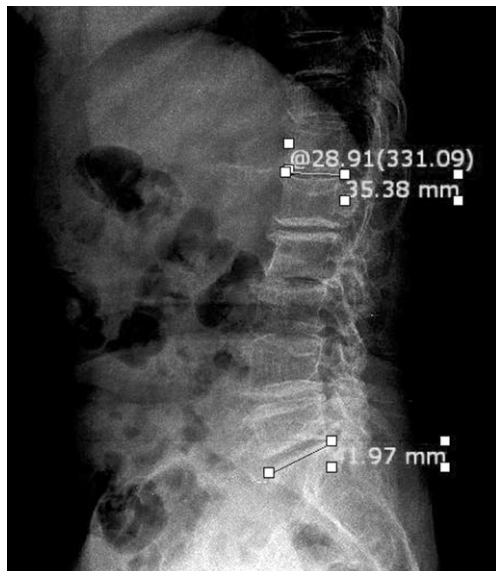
Before spinal fusion L-spine X-ray (2010.07.13).
